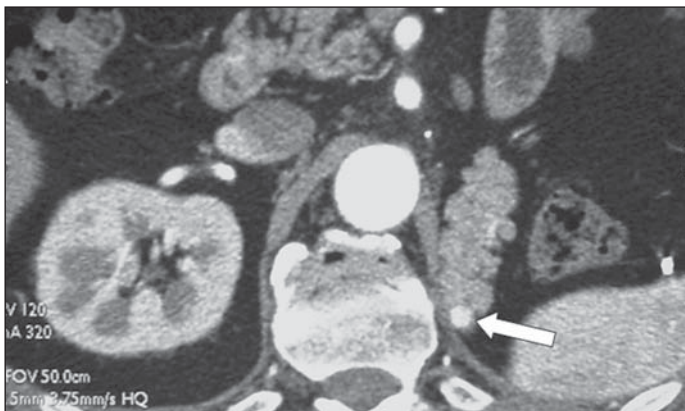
Metástase pancreática solitária. Paciente do sexo masculino, com 58 anos de idade, submetido a nefrectomia radical esquerda por CCR estágio T1. Doze anos mais tarde, a TC do abdome revelou a presença de pequena lesão sólida hipervascularizada (seta), medindo 0,8 cm de diâmetro na cauda do pâncreas. Foi realizada pancreatectomia parcial e o exame anatomopatológico revelou metástase solitária de CCR confinada ao tecido pancreático.
